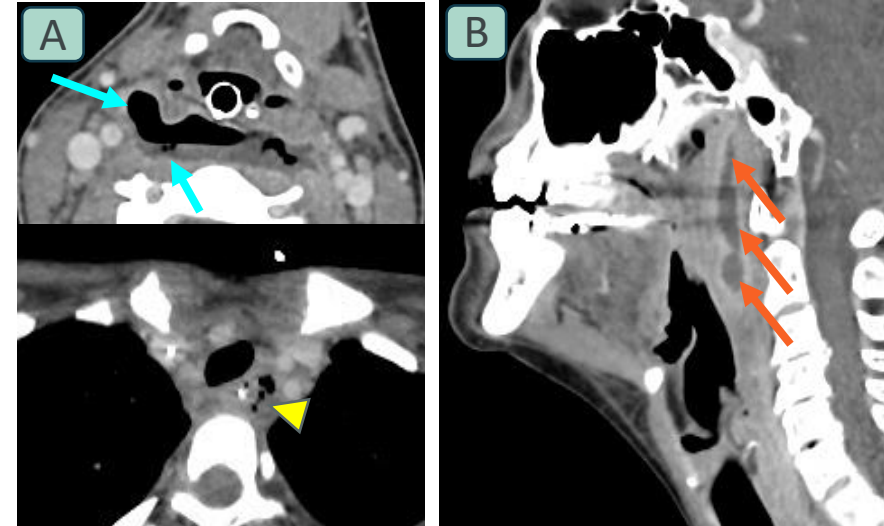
Hallazgos característicos en la mediastinitis aguda secundaria a infecciones de cabeza y cuello. TC de cuello con contraste en dos pacientes. Ambos casos muestran propagación caudal de una colección retrofaríngea hacia el mediastino. (A) Cortes axiales: absceso retrofaríngeo (flechas azules) con extensión mediastínica en forma de burbujas de gas extraluminales (punta de flecha amarilla). (B) Corte sagital: colección retrofaríngea que progresó al mediastino (flechas naranjas).
